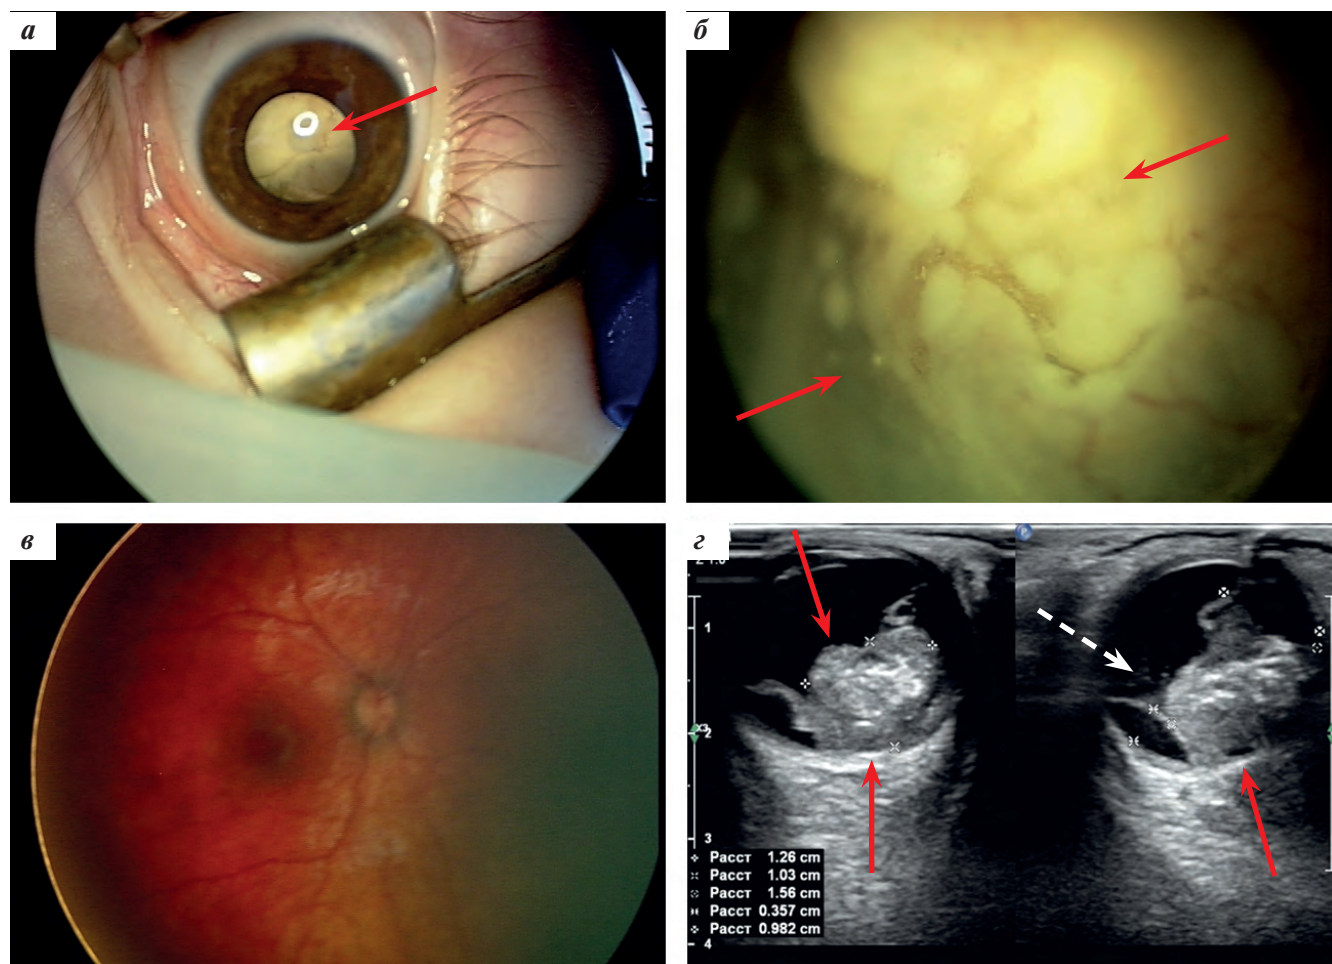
Девочка, 2 года 5 месяцев. РБ OS: а – фотография переднего отрезка глаза, лейкокория; б – офтальмоскопия: на глазном дне определяется массивная опухоль светло-желтого цвета с претуморальными отсевами в СТ. Макулярная зона и ДЗН не дифференцируются; в – нормальная офтальмоскопическая картина глазного дна OD; г – УЗИ OS в 2 плоскостях: в задних отделах глаза визуализируется опухоль (красные стрелки) повышенной эхогенности с кальцинациями. Сетчатка отслоена. В СТ – опухолевые отсевы (белая стрелка)
